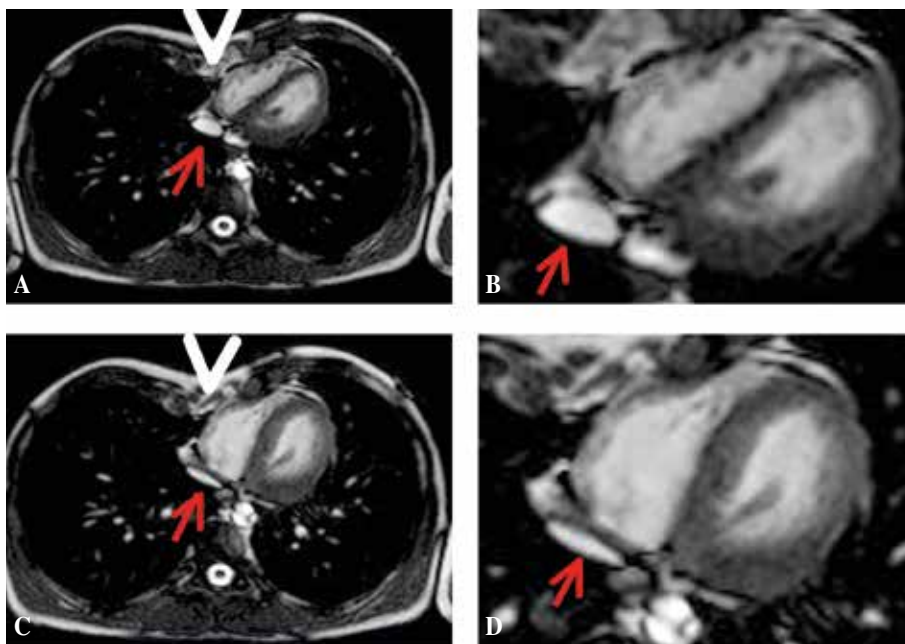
Comparación del calibre de la VCI con el ciclo respiratorio en paciente con PE. Paciente con PE, estudio de RM. Proyección axial en inspiración (A y B) y en espiración (C y D). En inspiración se puede observar una morfología ovoide característica de la vena cava inferior (VCI) suprahepática a su paso por hiato diafragmático. En espiración, la VCI presenta una disminución muy característica de la VCI con disminución llamativa del diámetro AP (flechas rojas). Deformidad anterior del PE (cabeza de flecha blanca).
